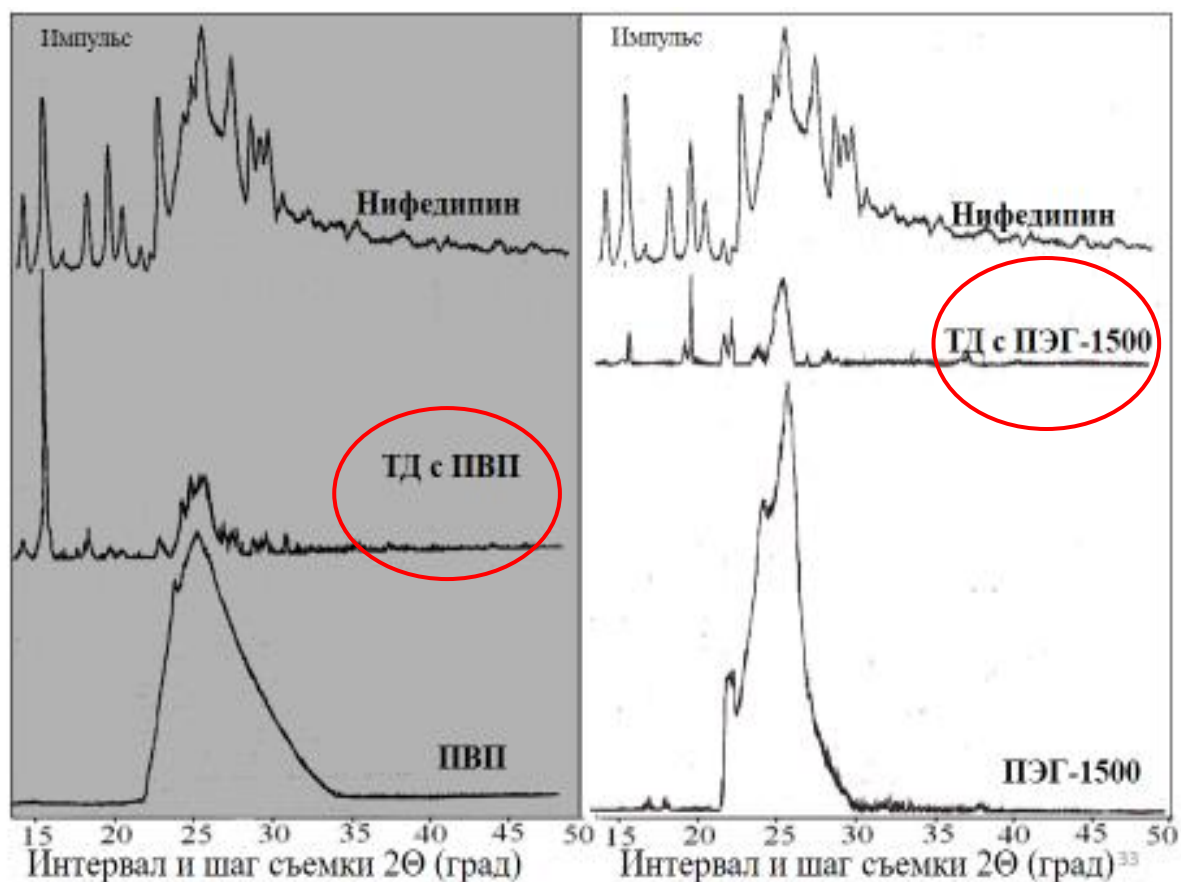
Рентгенограммы образцов нифедипина, его ТД и полимеров-носителей.
